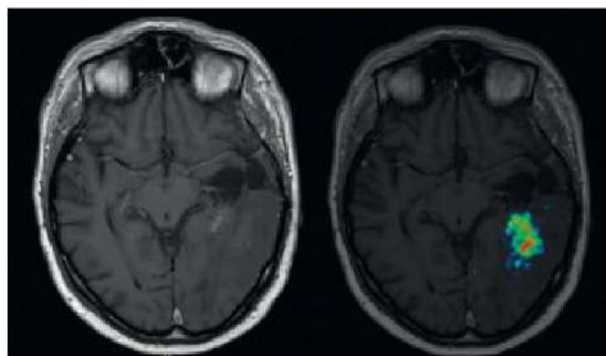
(Gauche) IRM avec produit de contraste (gadolinium). (Droite) Fusion avec la TEP à l'éthyl-tyrosine marquée au ^{18}F spécifique pour les tissus tumoraux au niveau cérébral[3].
